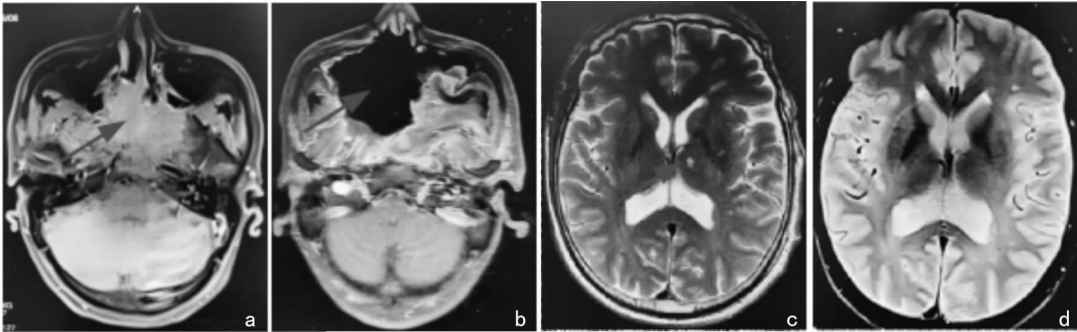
鼻颅底 ACC 术后突发急性脑梗死的患者治疗前后 MRI a:术前;b:术后第 1 天复查;c:术后第 4 天梗死灶;d:出院前复查
